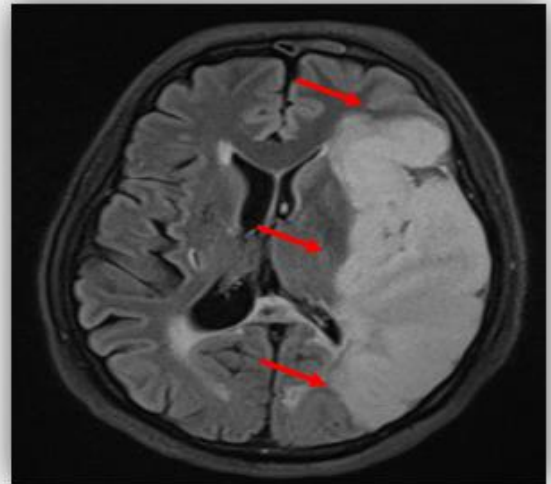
IRM cérébrale – coupe axiale FLAIR, montrant un hypersignal pariéto-temporal gauche évoquant une lésion ischémique séquellaire dans le territoire sylvien gauche (AVC ischémique).
